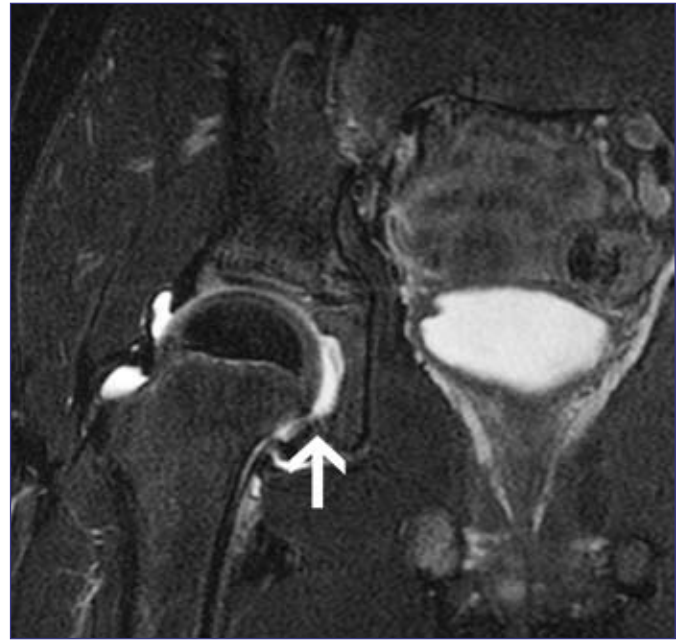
Coronal T2 weighted fat saturation MR image with detail of the right hip. High signal due to joint effusion in the right hip joint (arrow).
